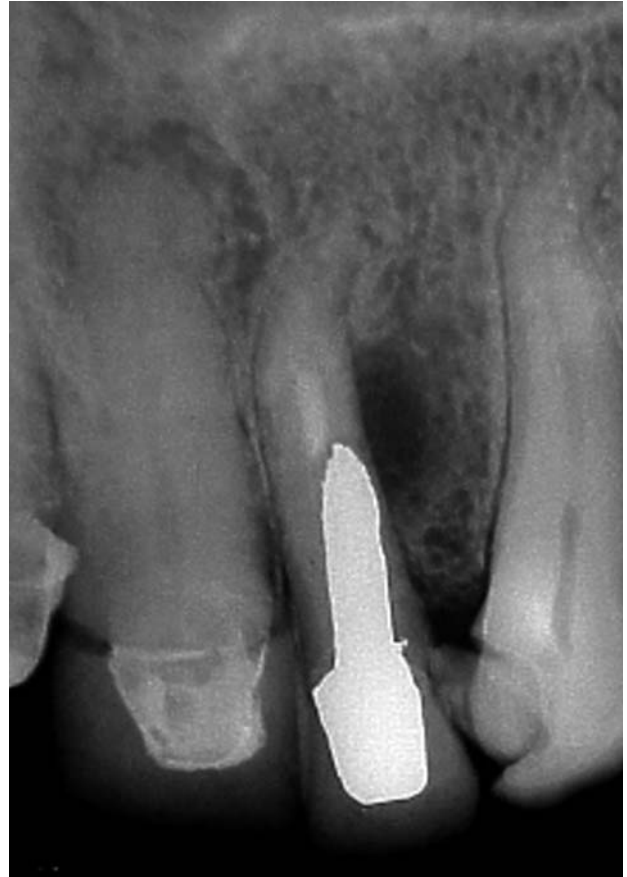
Radiografía de un incisivo lateral superior. Se puede observar la presencia de un tratamiento endodóntico incompleto, un perno muñon colado y una perforación radicular de ubicación disto vestibular, probablemente producida durante la preparación protética del conducto.
